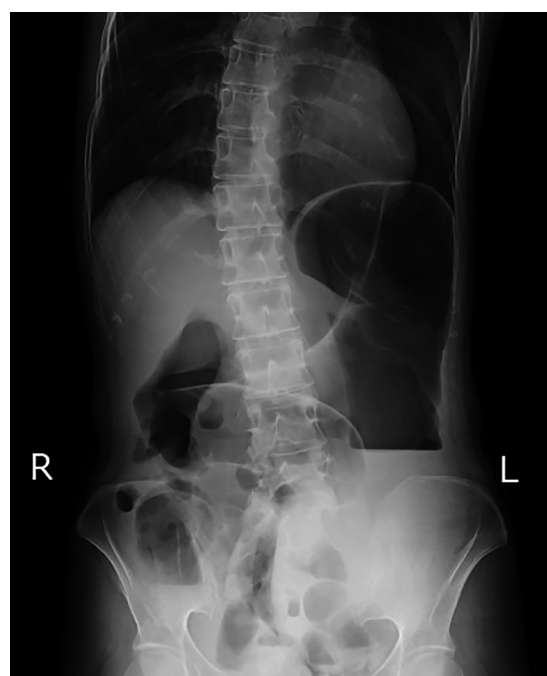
Plain abdominal radiograph.
